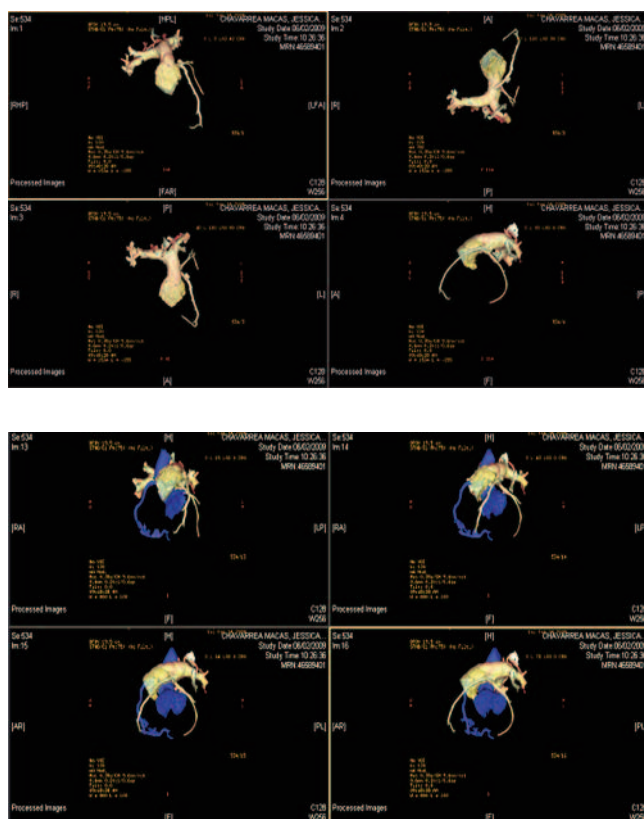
Angiotomografía confirmatorio que muestra arteria coronaria izquierda que nace de tronco de arteria pulmonar.
